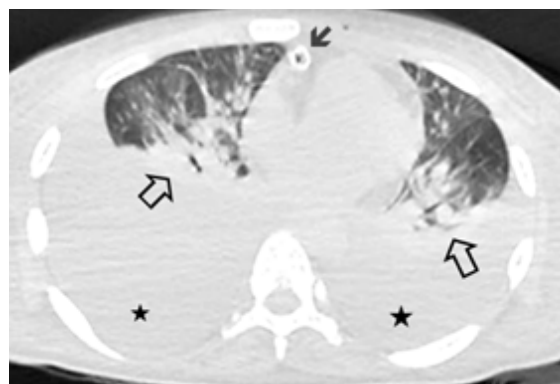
TC Axial Torácica sin contraste: parénquima pulmonar con radiopacidades y broncograma aéreo bilateral (flechas blancas con rebordes negros) y efusión pleural bilateral (estrellas); en espacio pericárdico presencia de tubo de drenaje pericárdico (flecha negra).
